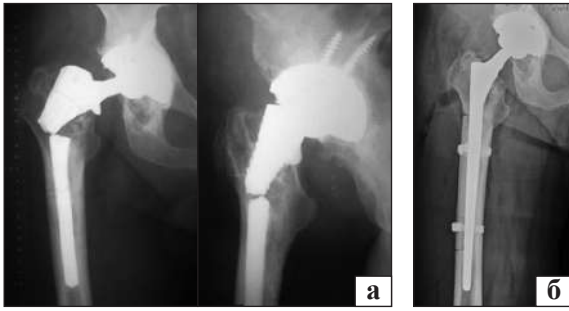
Пацієнт С. Рентгенограми «до» та «після» оперативних втручань: злам ніжки ендопротеза (а); після ревізійного ендопротезування, видалення зламаної ніжки та її заміна (б)
